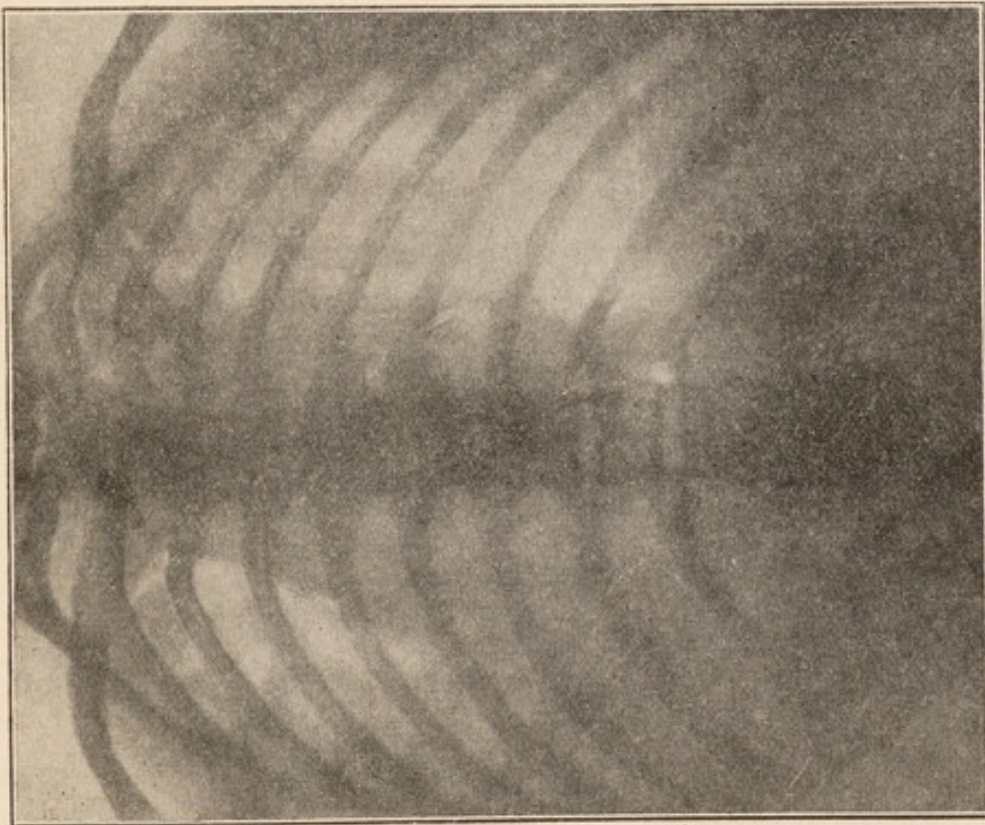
Röntgenbild VD. - Rechtseitige Lungenspitzen-tuberkulose. - Ziemlich voluminöser Pneumothorax. Lunge an das Mediastinum gedrängt. Sieben dünne Stränge zwischen der zusammengedrückten Lunge und der Thoraxwand gespannt; wovon vier flächenartig zwischen der Lungenspitze und der Thoraxkuppel.
